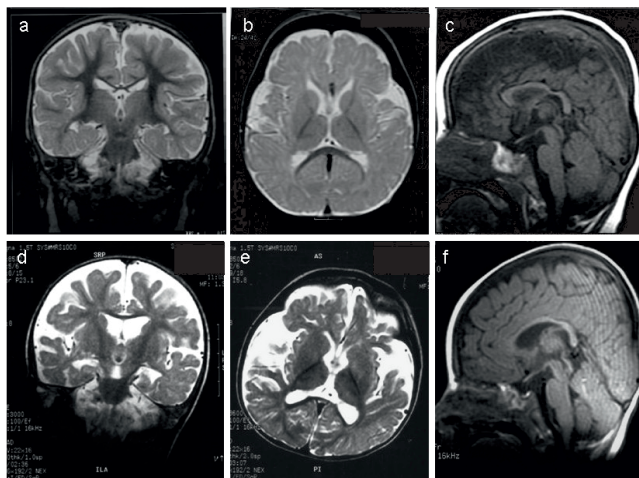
Representative MRI images from V1 and V3.
